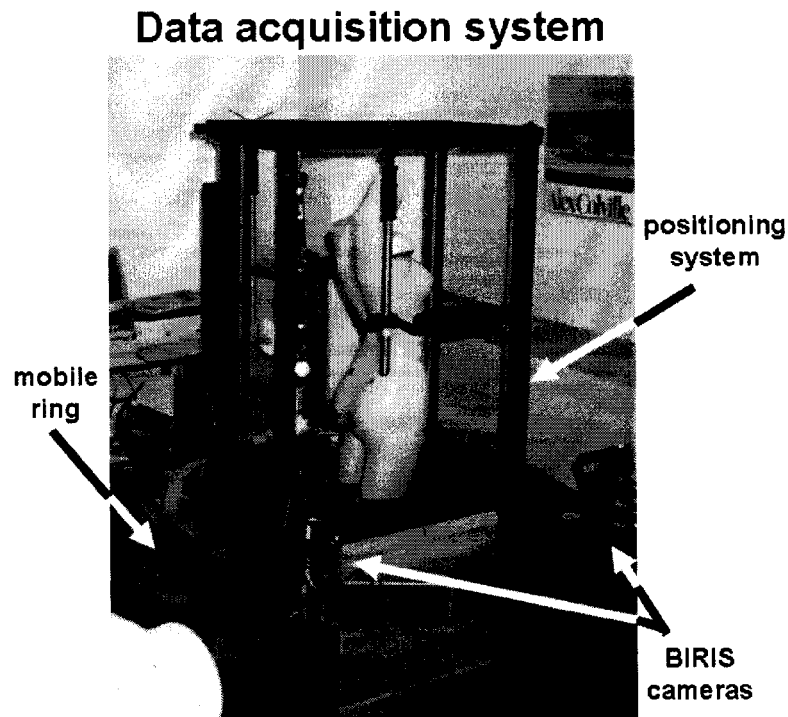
Data acquisition system. 3D trunk surface coordinates were obtained from each of four laser scanners mounted on a mobile ring and connected to a computer camera-control and data acquisition system. A positioning system ensured standard posture. X-rays were quasi-simultaneously acquired as the patient remained in the same position, using a portable X-ray tube.
